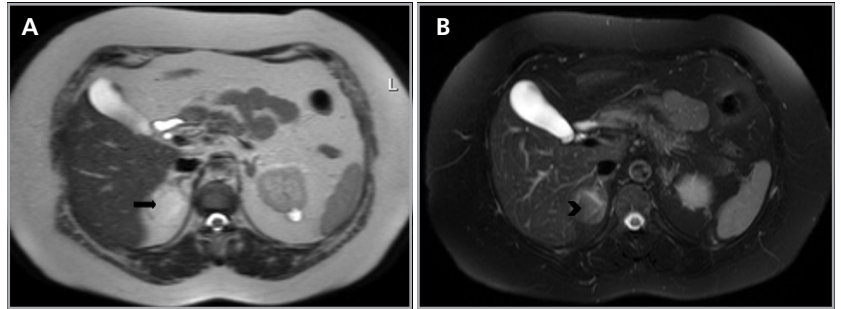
Mielolipoma. Cortes axiales de Resonancia magnética, secuencia HASTE (a) y T2 con saturación grasa (b). Se observa una lesión suprarrenal derecha, que presenta una señal hiperintensa en secuencia HASTE (flecha), y que demuestra caída de señal en secuencia T2 con saturación grasa (cabeza de flecha), dado la presencia de grasa macroscópica.
